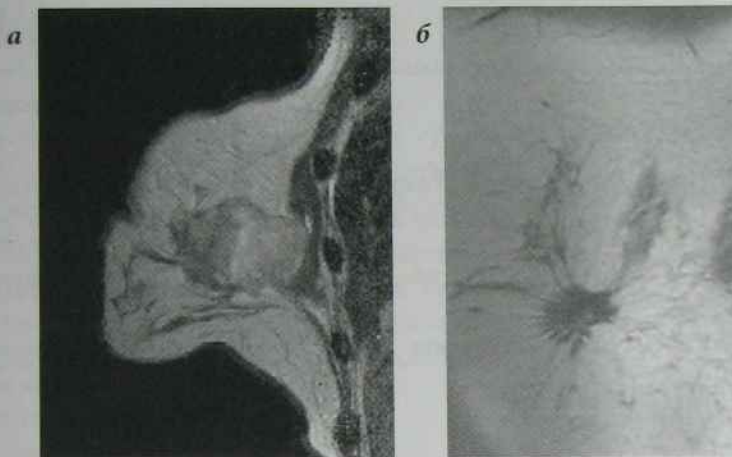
МРТ правої грудної залози, рак грудної залози<sup>1</sup>
